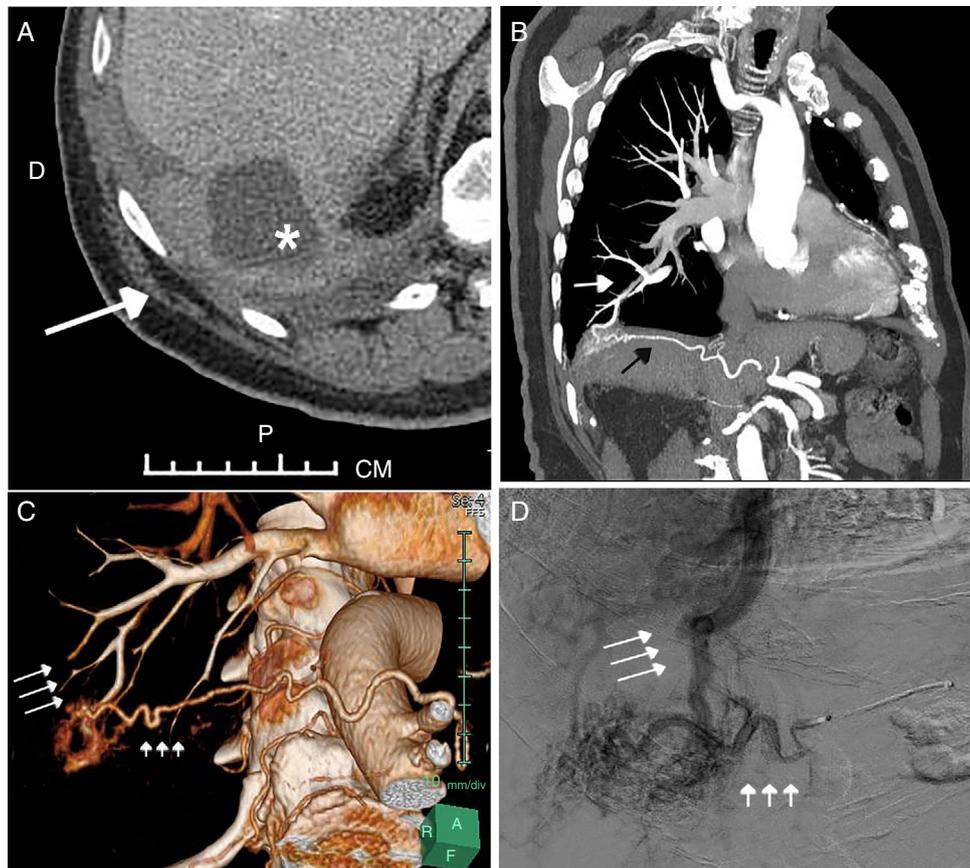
A) Imagen axial de la TC de abdomen en la que se observa una colección subfrénica derecha (asterisco). Nótese la presencia de cambios inflamatorios en el seno costofrénico derecho (flecha). B) Reconstrucción proyección de intensidad máxima (MIP) coronal de la angio-TC de tórax y abdomen superior en la que se visualiza una comunicación entre una arteria frénica inferior derecha hipertrófica (flecha negra) y una arteria subsegmentaria pulmonar del lóbulo inferior derecho (flecha blanca). C) Reconstrucción volumétrica (*volume rendering*) de la angio-TC de la fistula sistémico pulmonar (las flechas cortas señalan la arteria frénica inferior derecha mientras que las largas señalan la arteria pulmonar). D) Arteriografía en la que se visualiza el llenado retrógrado de las arterias pulmonares (flechas largas) desde la arteria frénica inferior derecha hipertrófica y tortuosa (flechas cortas).
